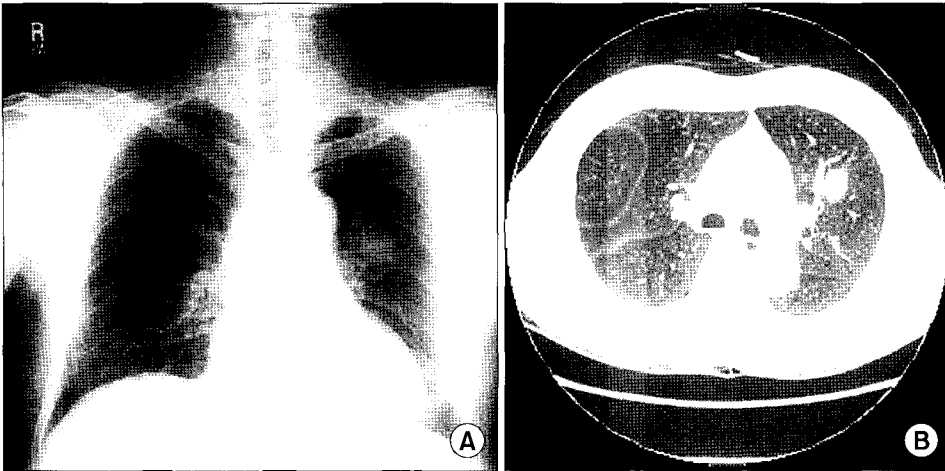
Preoperative chest images. Chest X-ray (A) and chest CT (B) show pulmonary nodule in left upper lobe.
